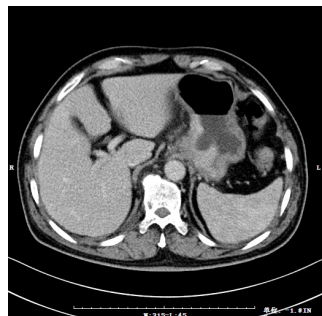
MSCT静脉期病灶显著强化 (CT值增加 ≥ 30 HU)
